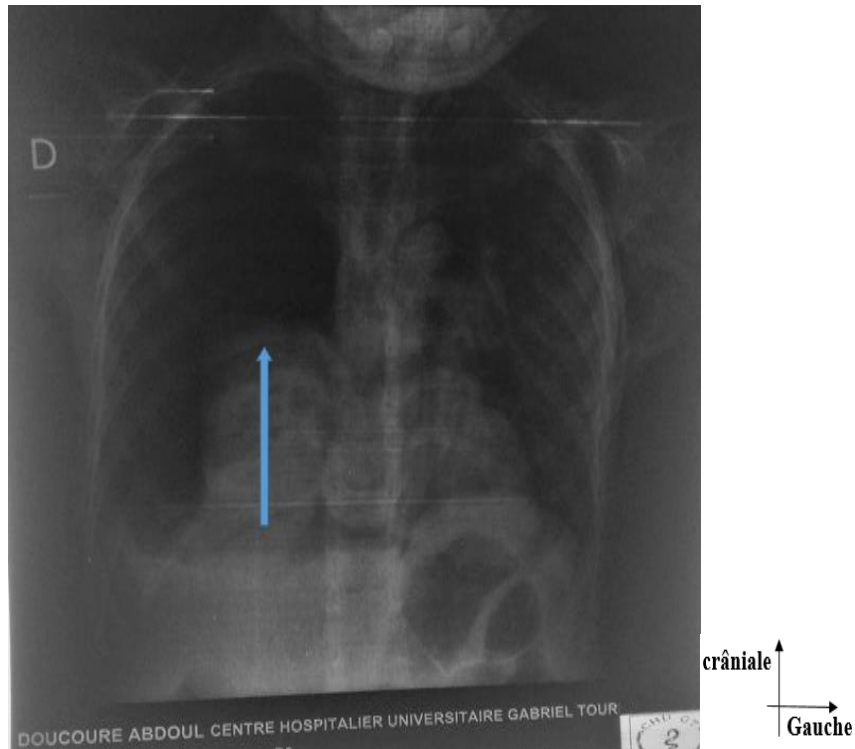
Radiographie du thorax de face montrant un pneumothorax droit post-traumatique avec atélectasie pulmonaire chez un enfant de 5 ans suite à un accident domestique. (Source CHU Gabriel Touré)
